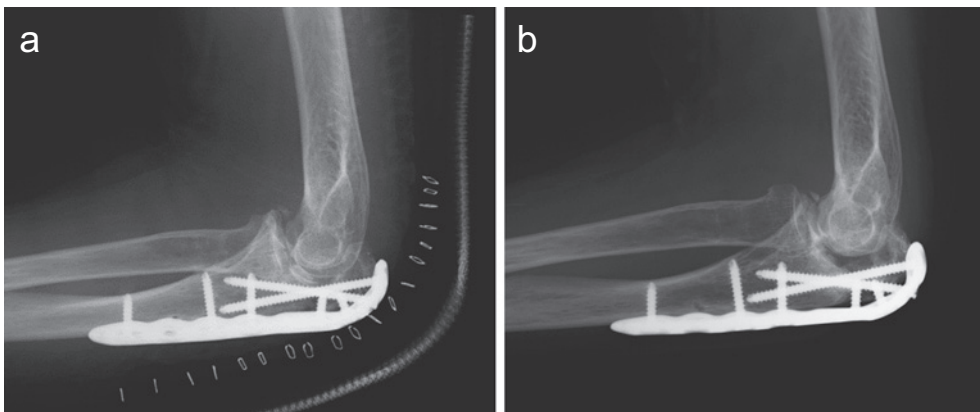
症例2 再手術 X線 a: 再手術直後, b: 再手術後 12 週
